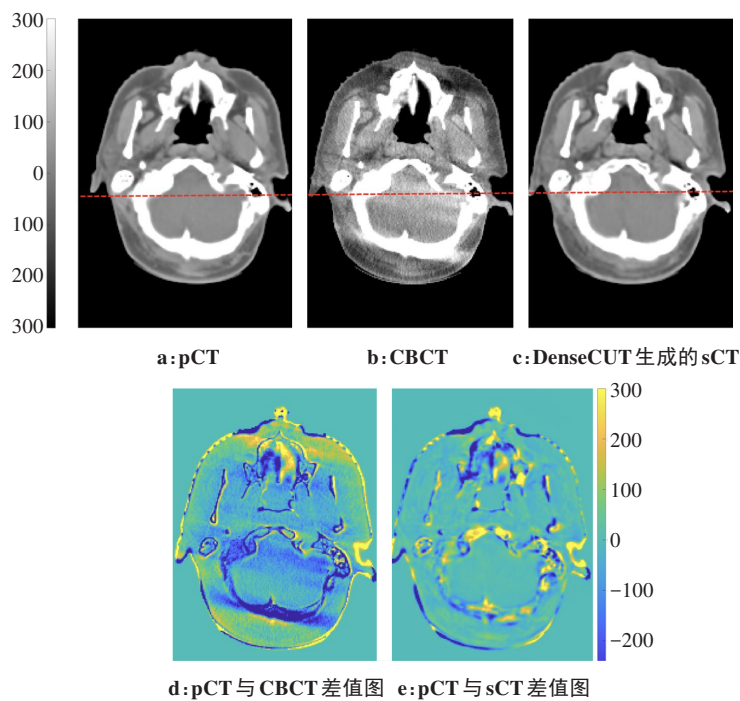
某一个病例的pCT、CBCT、sCT、pCT与CBCT差值图以及pCT与sCT差值图
